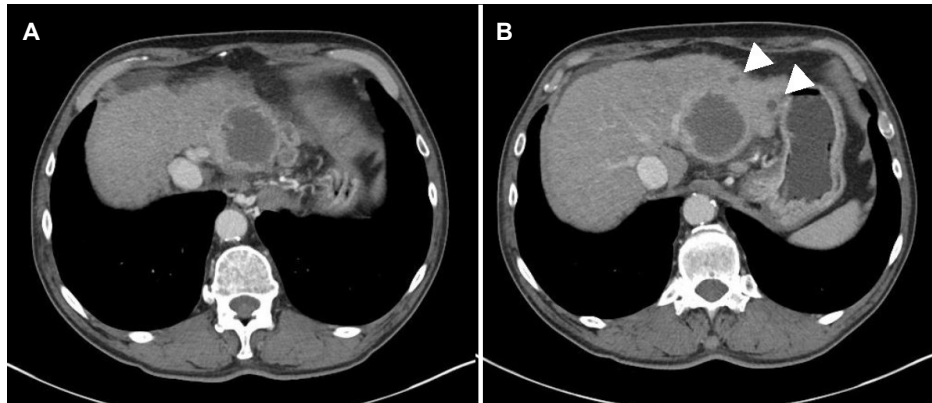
CT scan demonstrated a 5.3 cm-sized round-shaped hypodense mass with peripheral enhancement in the portal phase, accompanying with several daughter nodules (white arrowheads).
